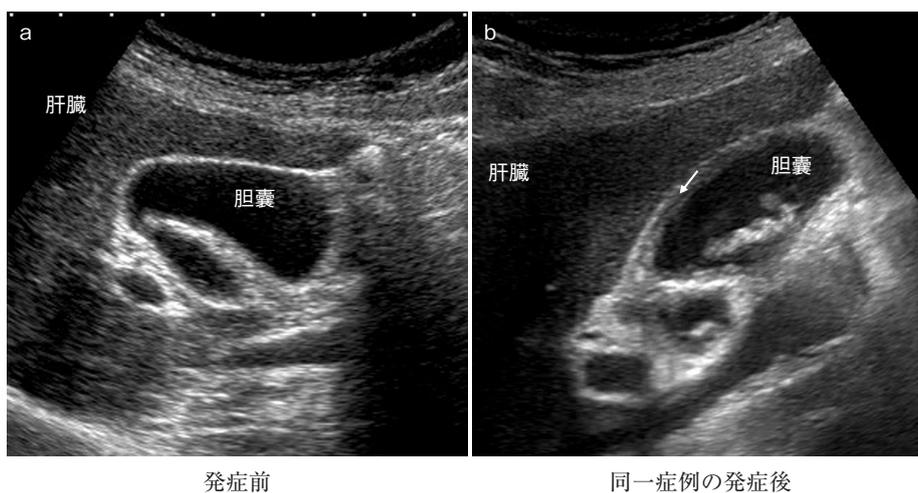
Acute on chronic cholecystitis の腹部超音波所見
